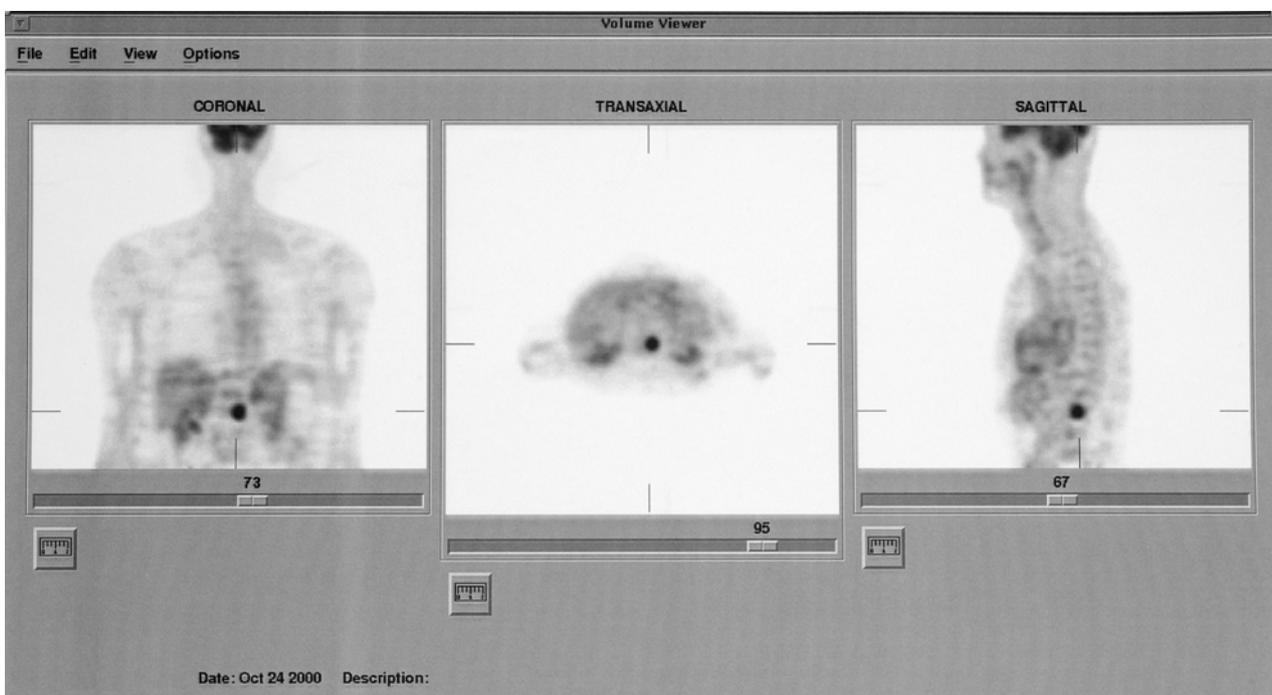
Positronen-Emissions-Tomographie. Fokale Knochenmetastase eines Adenoid-zystischen Karzinoms im Bereich des 12. Brust- / 1. Lendenwirbelkörpers. Ansicht in der frontalen, axialen und sagittalen Ebene.
